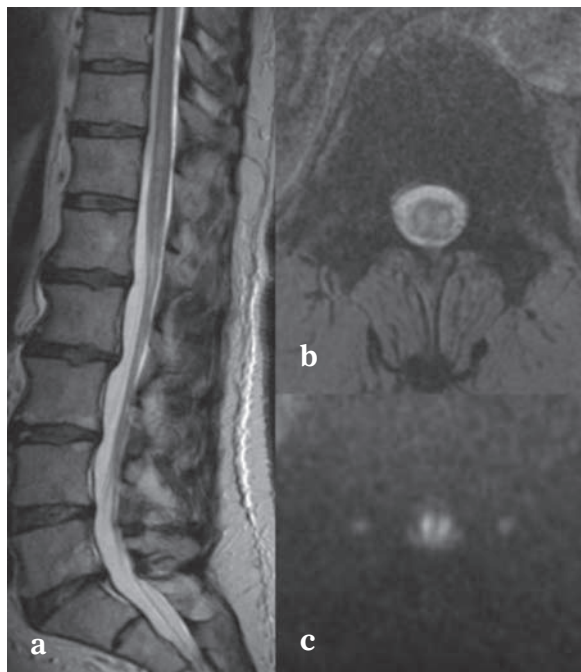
a-c : Ischémie du cône médullaire. L'IRM en T2 (a, b) et en diffusion (c) note un signal hyperintense de part et d'autre de la ligne médiane avec un ADC diminué.
